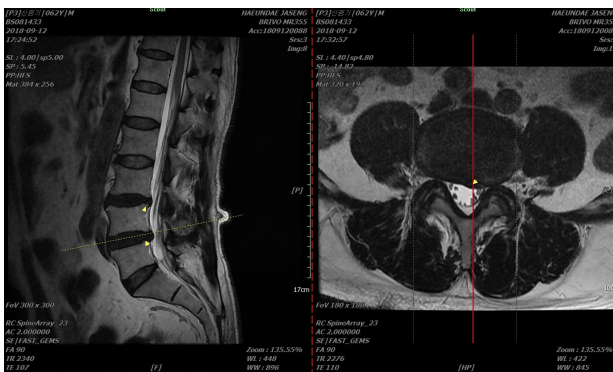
L-spine magnetic resonance imaging (September 12, 2018).
